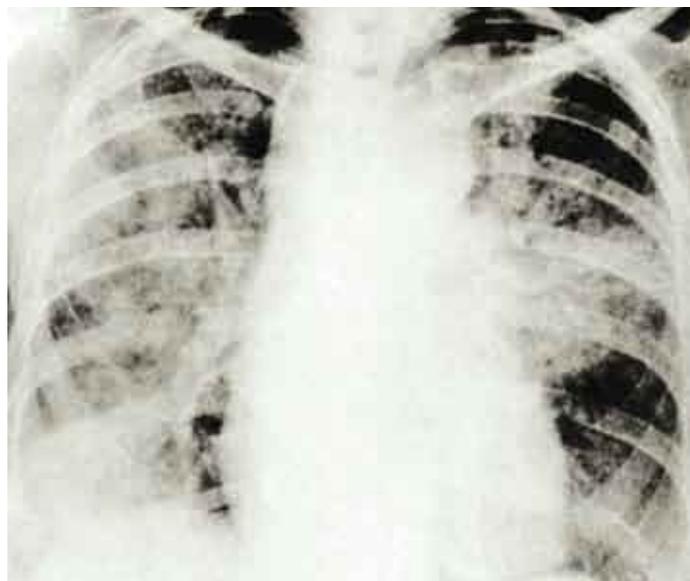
Radiografía PA de tórax de un paciente con hemorragia alveolar difusa.
